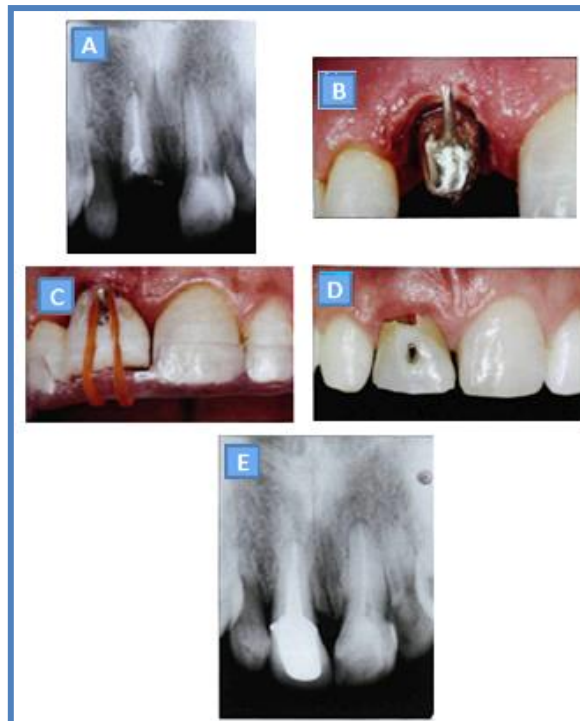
Secuencia del tratamiento. (A) Radiografía periapical que muestra la cercanía de la fractura del incisivo central superior derecho a la cresta ósea. (B) Cementación del núcleo metálico. (C) Vista clínica con la restauración provisional y desgaste de aproximadamente 2 mm en el borde incisal y placa de acrílico con ventana sujeta a una banda elástica en las varillas metálicas. (D) Después de 15 días se logró 2 mm de extrusión para recuperar el ancho biológico. (E) Radiografía final a los seis meses que muestra la recuperación del ancho biológico.²⁵
